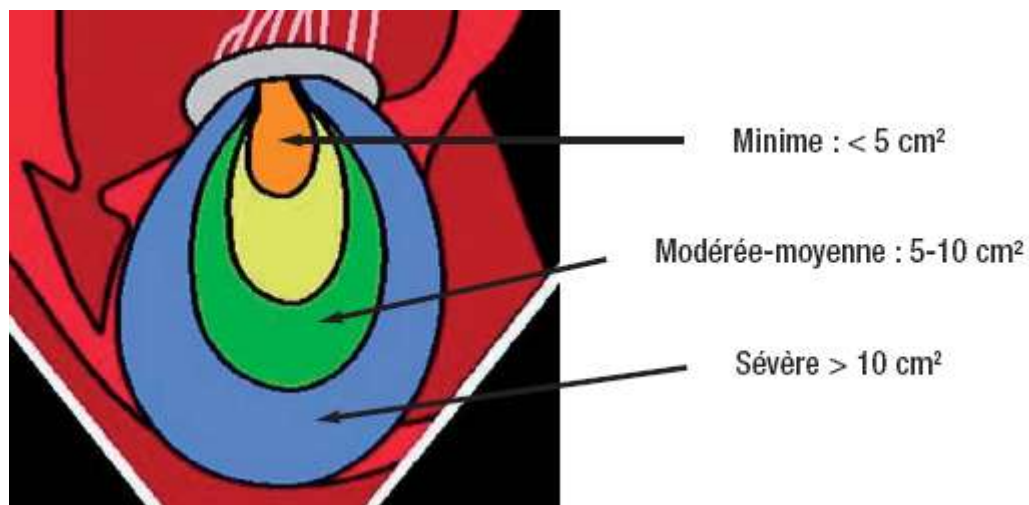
Représentation des surfaces du jet de régurgitation d'IT en Doppler couleur²⁶.
